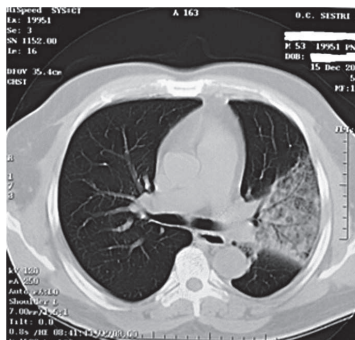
КТ ОГК больной Б.
